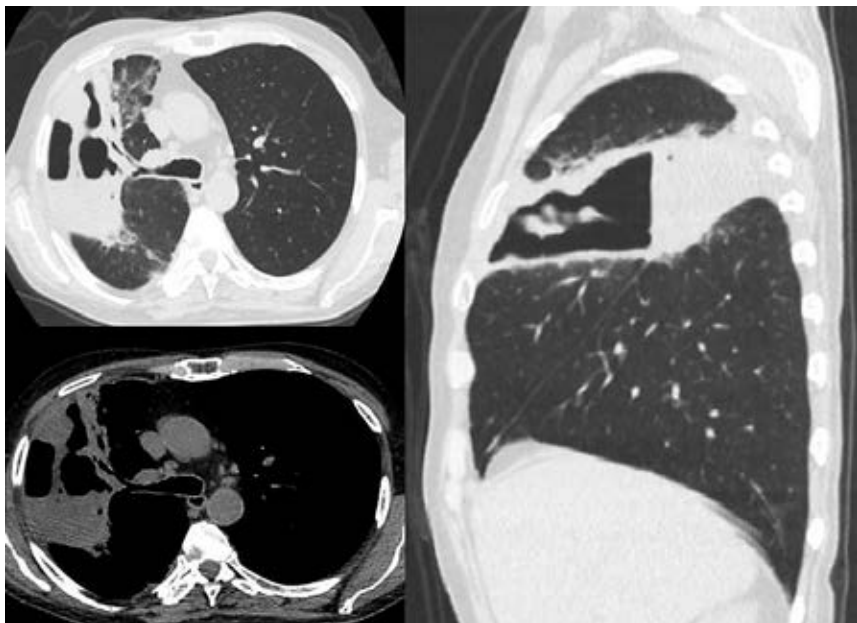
КТ-сканы в аксиальной и корональной плоскостях, демонстрирующие многокамерный абсцесс верхней доли правого легкого, с множественными уровнями жидкости
